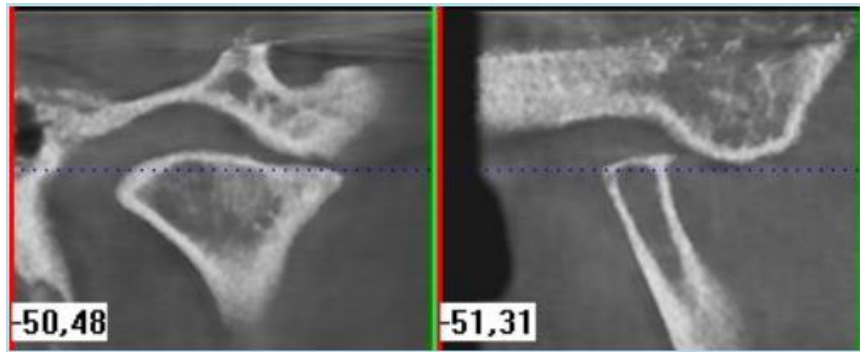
Tomografía. Aplanamiento marcado y facetamiento de las superficies articulares tanto del cóndilo maxilar como del temporal. Corte coronal y sagital de ATM (Romero & Veloso).
